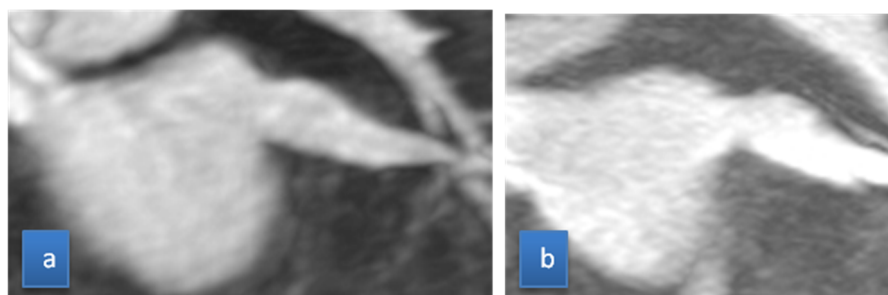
Estenosis leve post-ablación de una VSI. Secuencia angio-RM 3D, reconstrucción en el plano coronal. (a) estudio pre-ablación. (b) estudio post-ablación.
